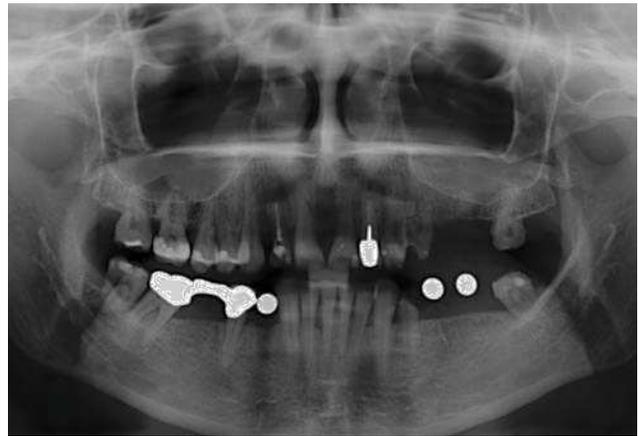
Radiografía panorámica con bolas de metal en mandíbula.
